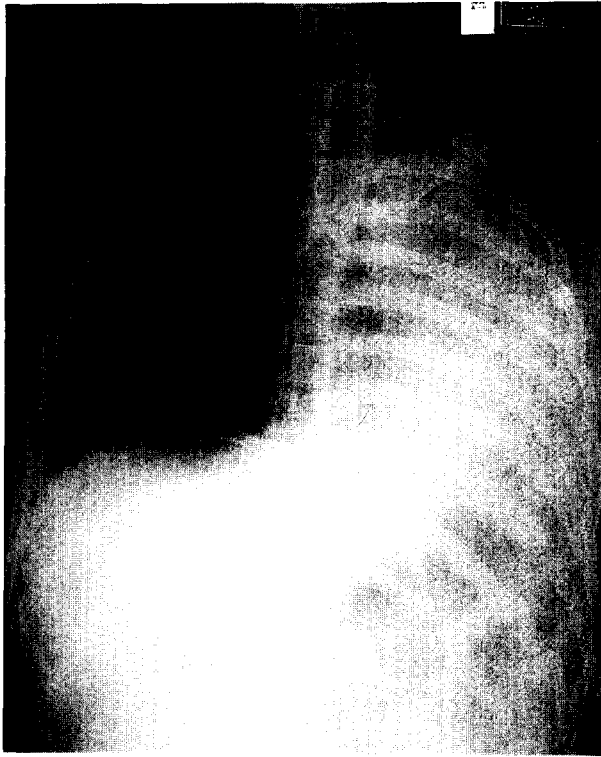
Chest radiograph taken 19 days after injury reveals complete atelectasis of left lung.
